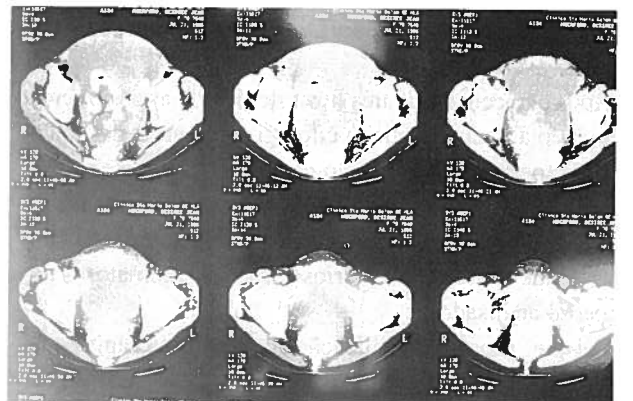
TAC pélvico mostrando ausência de lesões anexas
